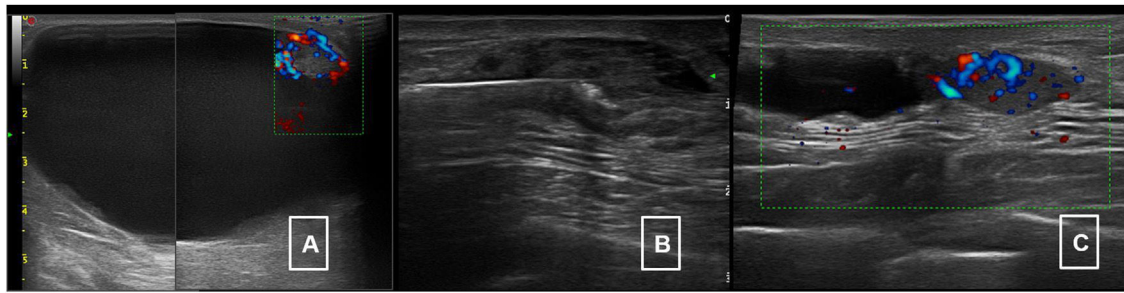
Ecografía de mama. (A) Lesión quística compleja, hipoanecoica con área parietal sólida que presenta registro Doppler central y periférico. (B) Punción aspiración con aguja fina del componente quístico, persistiendo el sólido (C).
